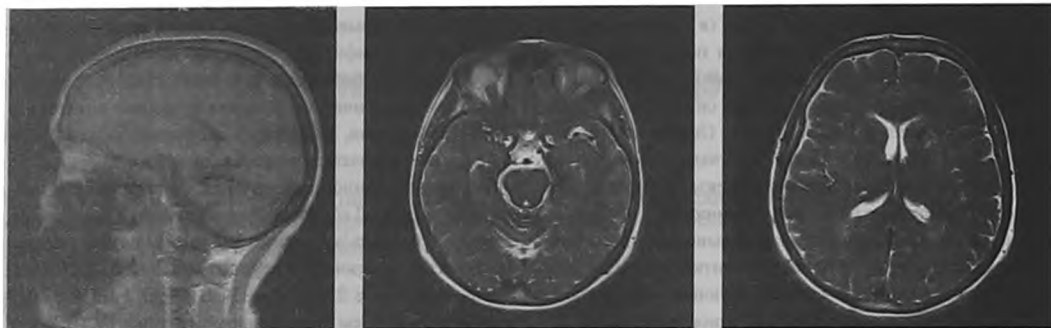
МРТ головного мозга (А,В,С) от 14.10.15
